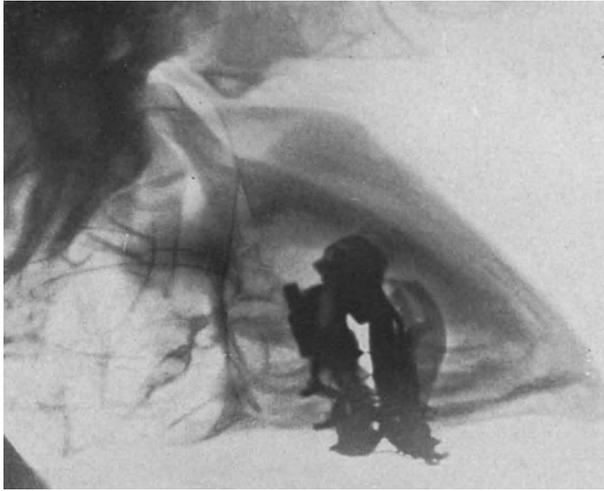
(gehört zu Abb. 120—128). Fall A. G. Röntgenprofilaufnahme nach der Durchtrennung der aufsteigenden Äste, Zurücksetzung und Fixierung des Unterkieferbogens.
